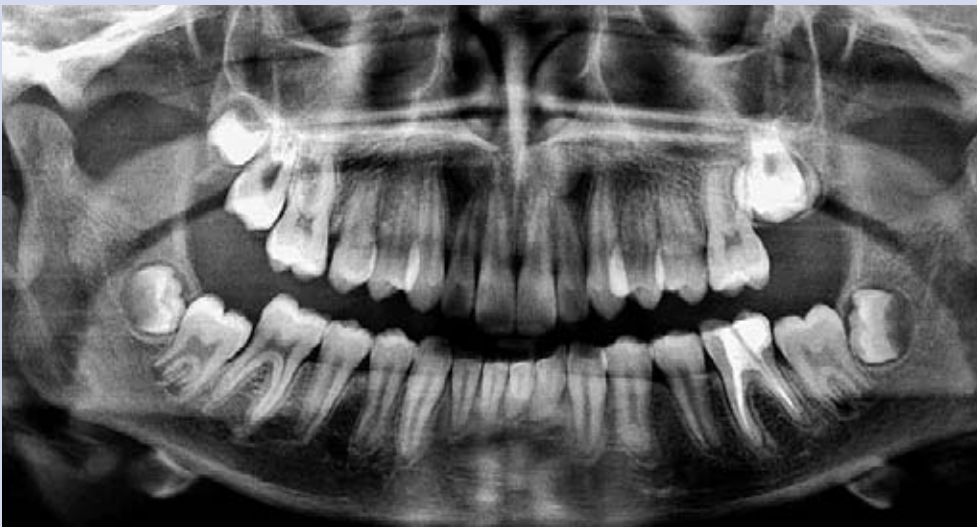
Aspetto radiografico di germi di terzi molari con formazione della sola corona: il corretto allineamento dei secondi molari è possibile dopo aver eseguito la germectomia dei terzi molari inferiori.
